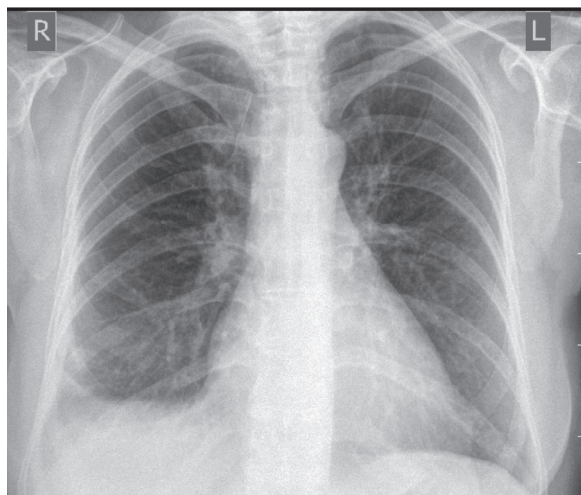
Оглядова рентгенографія органів грудної порожнини (22-га доба після відеоторакоскопії справа).
